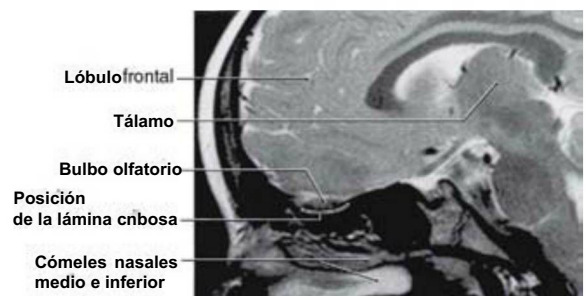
Imagen de resonancia magnética. Sección sagital del hemisferio y las estructuras nasales en la que se muestran las relaciones generales del bulbo olfatorio.
